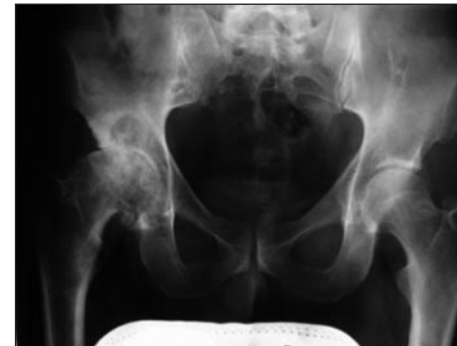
Röntgenbild einer Coxarthrose rechts
